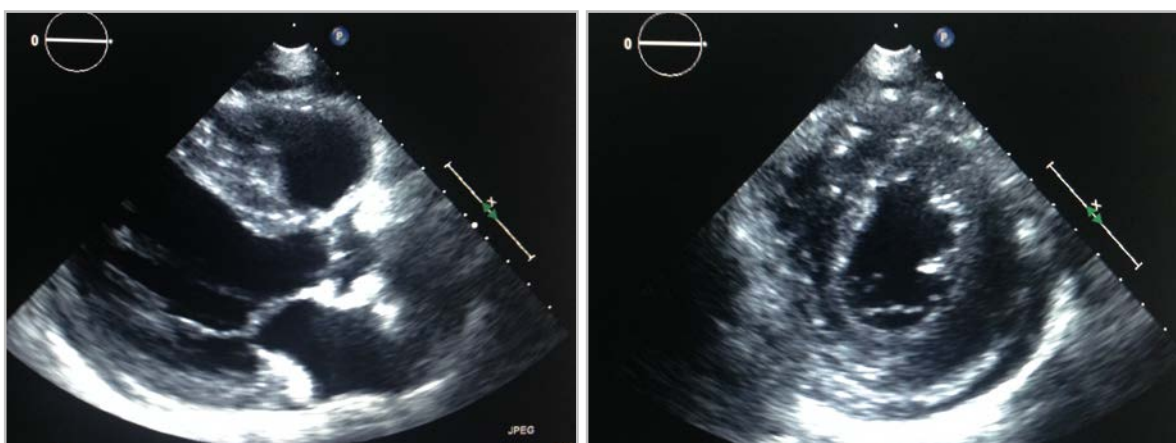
Ecocardiograma que muestra hipertrofia ventricular izquierda concéntrica. Eje paraesternal largo (izquierda). Eje paraesternal corto (derecha)
